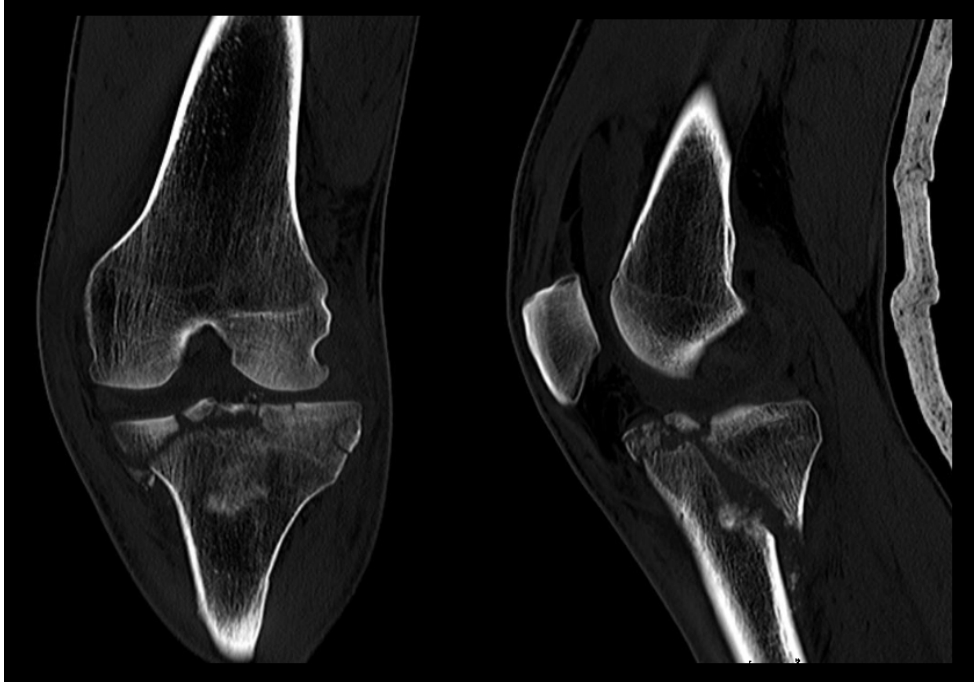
Olgu 1'in preop AP ve Lateral röntgen görüntüleri
